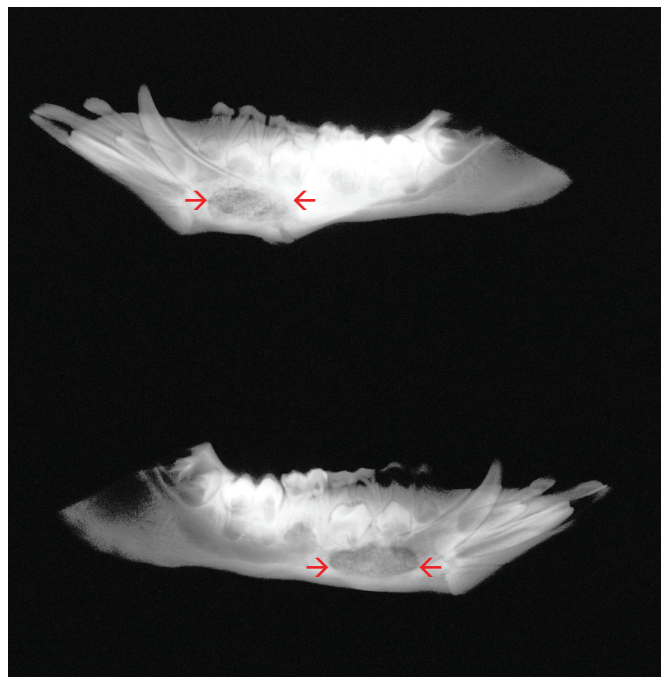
Postmortale Röntgenaufnahme der durchtrennten Unterkieferhälften im seitlichen Strahlengang (Pfeile markieren die sichtbaren Restdefekte)
